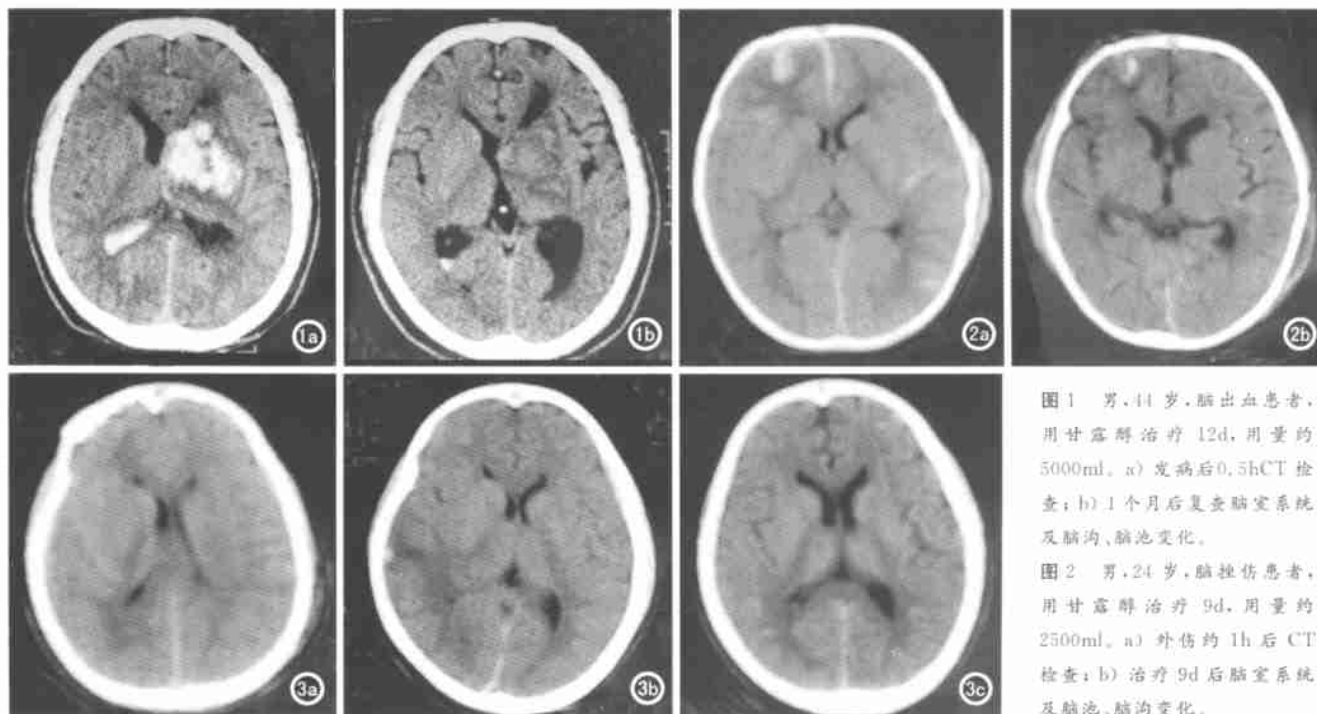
男, 14 岁, 脑出血患者, 用甘露醇治疗 12d, 用量约 5000ml。a) 发病后 0.5h CT 检查; b) 1 个月后复查脑室系统及脑沟、脑池变化。
